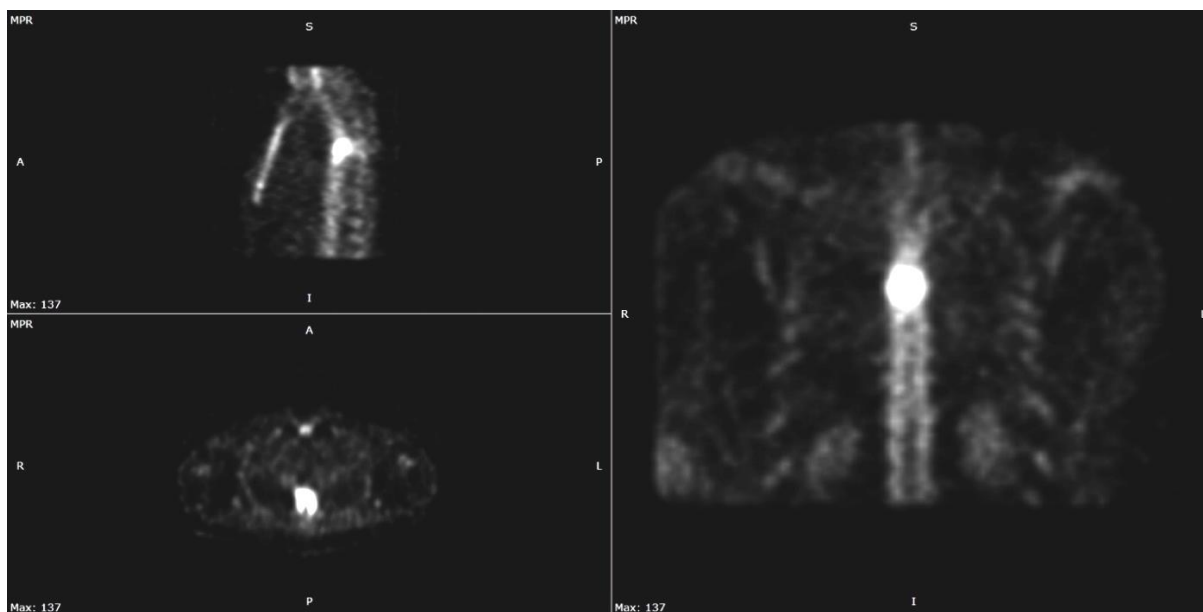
Остеосцинтиграфия пациента со спондилодисцитом
